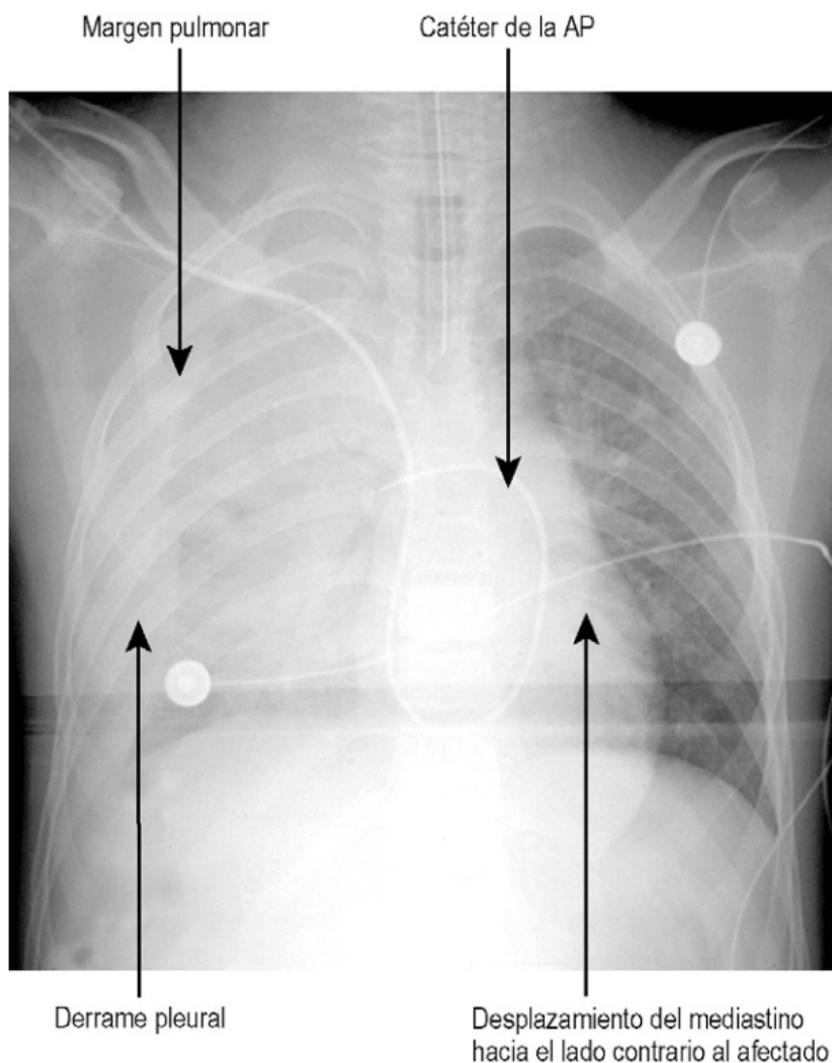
Aspectos en la radiografía de tórax del derrame pleural.
